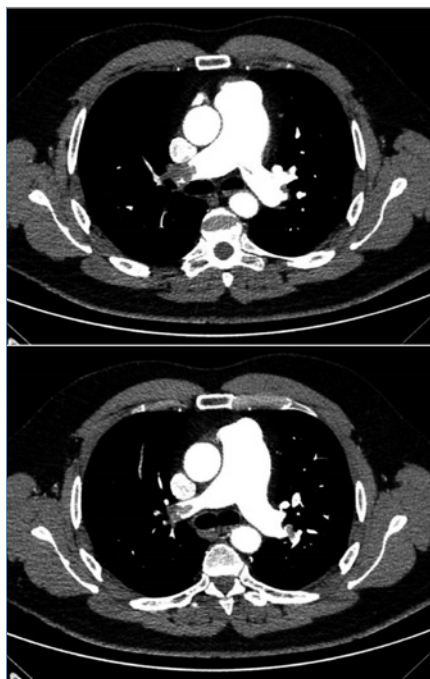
Angio-TC pulmonar
